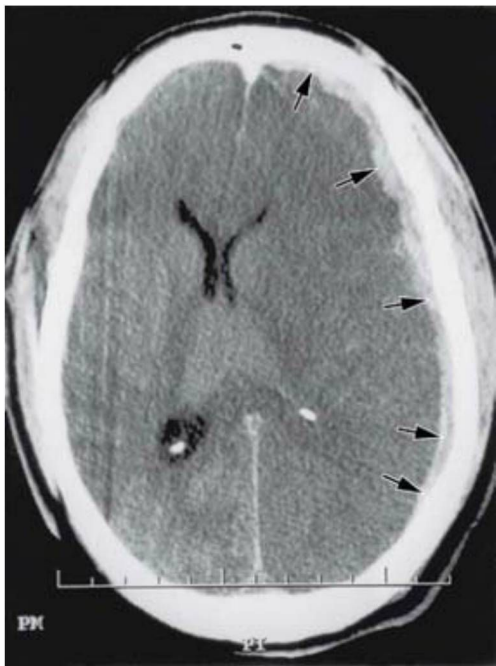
Ejemplo del denominado hematoma subdural (*flechas*) en una imagen de TC en el lado izquierdo del paciente. Esta lesión es larga y delgada y se extiende una distancia considerable sobre la superficie del hemisferio al disecar la capa celular limitante dural; obsérvese el desplazamiento de la línea media. Compárese el tamaño de esta lesión con el de los hematomas epidurales en la figura 7-14.
